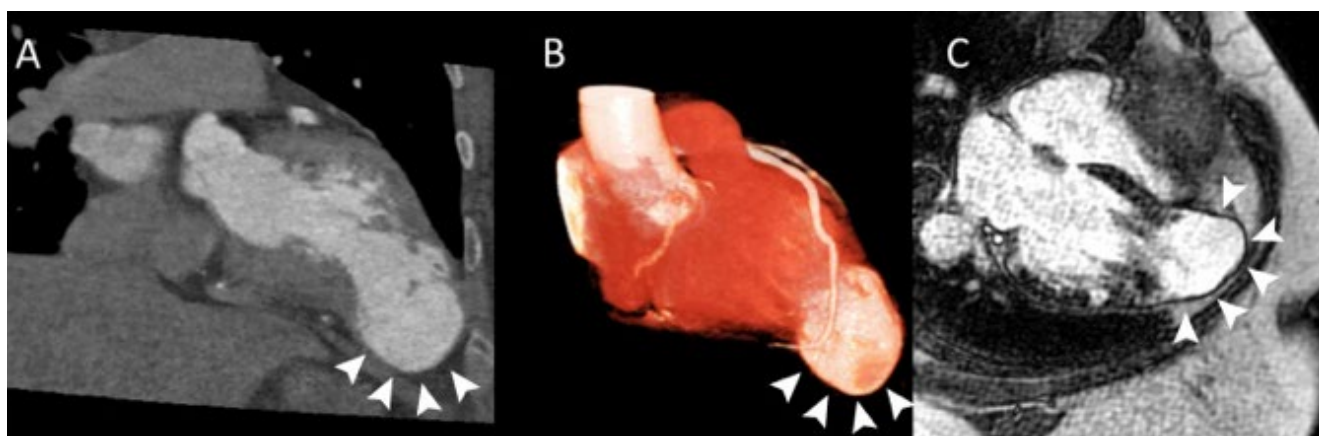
Angiotomografía coronaria (A, B) y Resonancia Magnética Cardíaca (C) evidenciando un gran aneurisma apical del ventrículo izquierdo y realce tardío de gadolinio transmural en los segmentos apicales en un paciente con miocardiopatía chagásica crónica.
